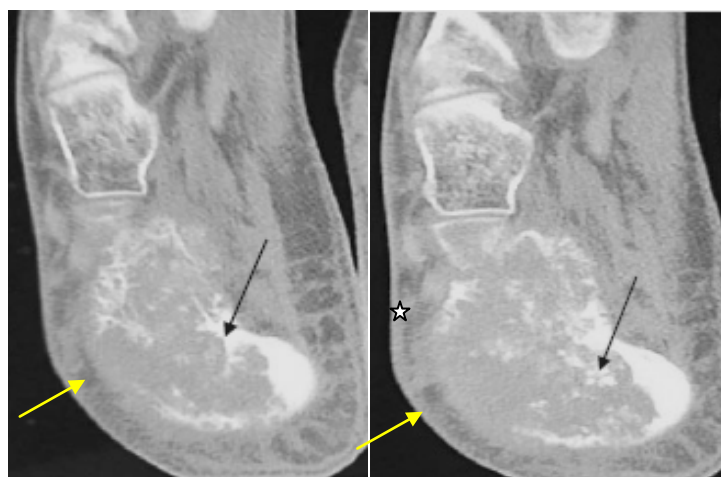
TDM du pied droit en fenêtre osseuse coupe axiale : Ostéosarcome du calcanéum droit chez une fille de 17 ans : Lésion osseuse mixte (flèche noire) de la lésion à une matrice ostéoïde, avec soufflure (étoile) et rupture corticale (flèche jaune), sans infiltration des parties molles.
